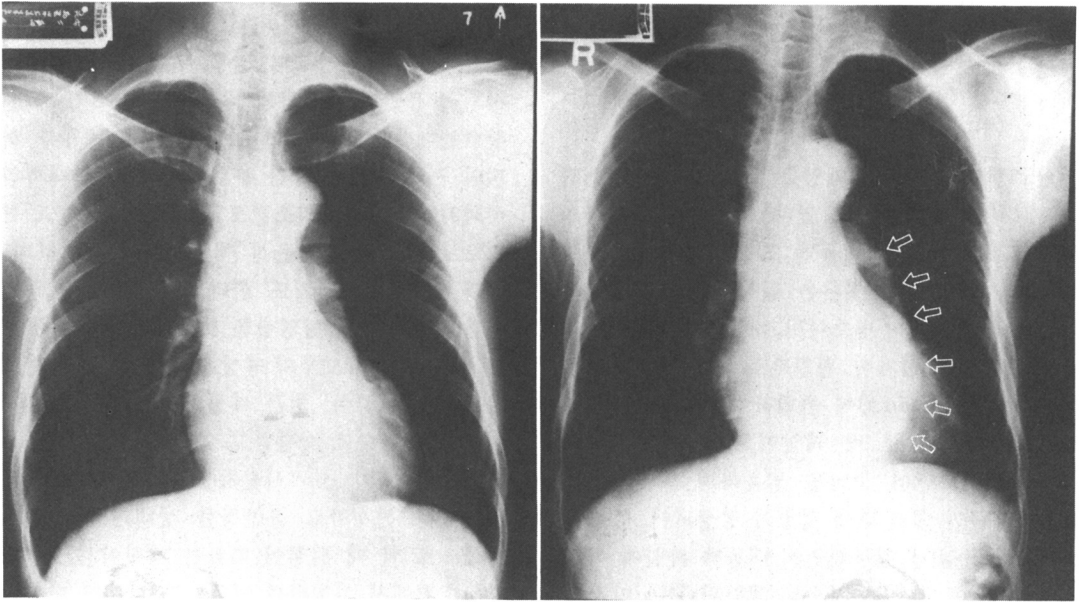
환자의 흉부 방사선 소견의 변화(화살표 : 새로 발견된 돌출음영).
